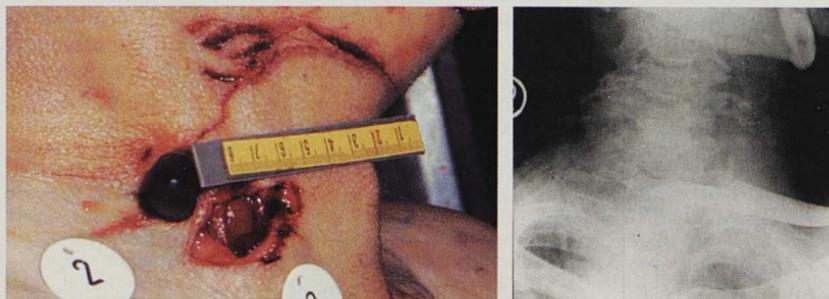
und 11 (zu Fall 3): Halsstichverletzung mit nahezu komplett in den Körper eingeführtem Messergriff – Korrespondierende Röntgenaufnahme des Halses
